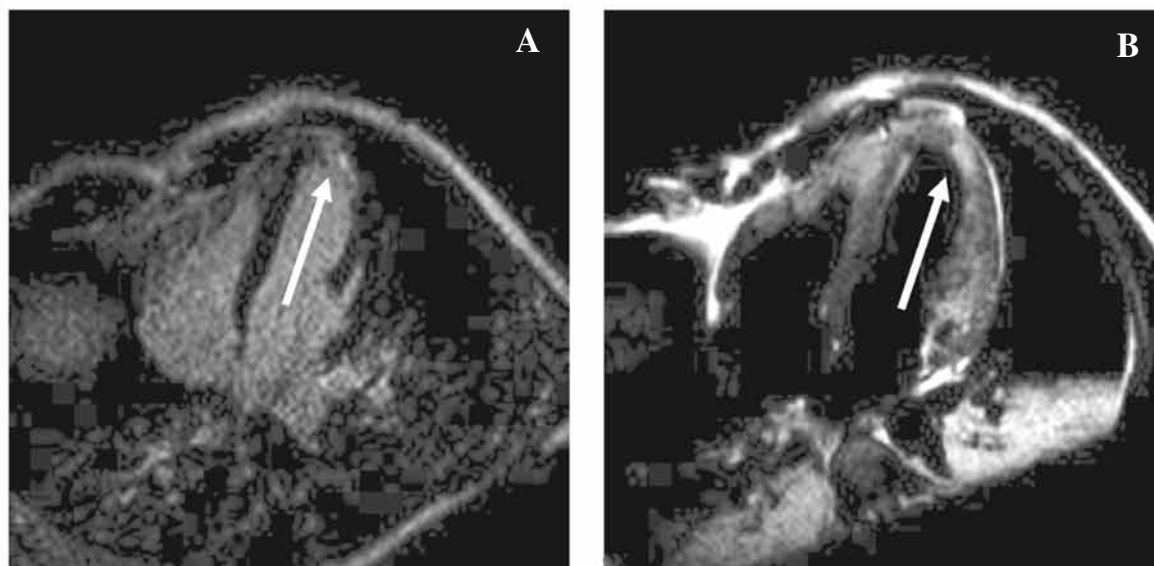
Resonancia magnética nuclear cardíaca. A. Imagen de cuatro cámaras donde se observa la presencia de realce tardío de gadolinio con patrón subendocárdico a nivel de segmentos anteroapical y lateroapical (flecha). B. Imagen de cuatro cámaras en secuencia T2 donde se observan signos de edema miocárdico en segmentos anteroapical y lateroapical (flecha).
